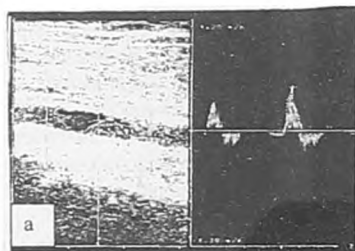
УЗИ коленного сустава в норме: задний отдел коленного сустава
